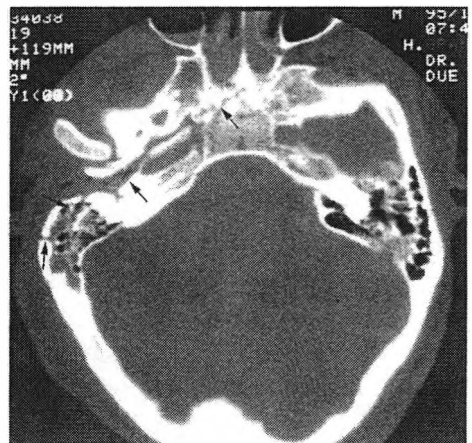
Fractura de la base del cráneo (flechas) en una TAC craneal.
